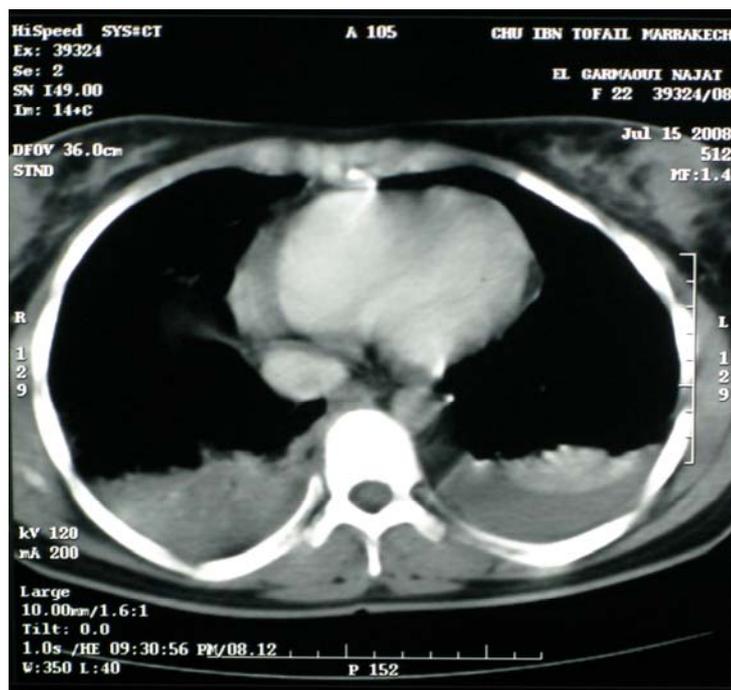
TDM thoracique objectivant un épanchement pleural.
